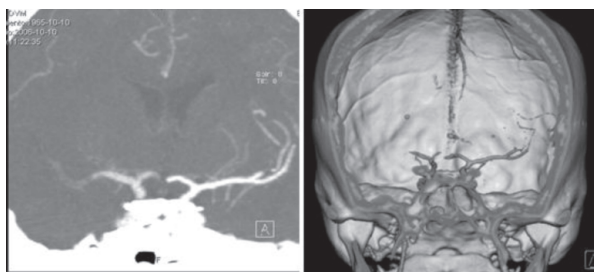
Angiografía por TC en la cual se observa oclusión de la arteria cerebral media derecha en su segmento M1.
